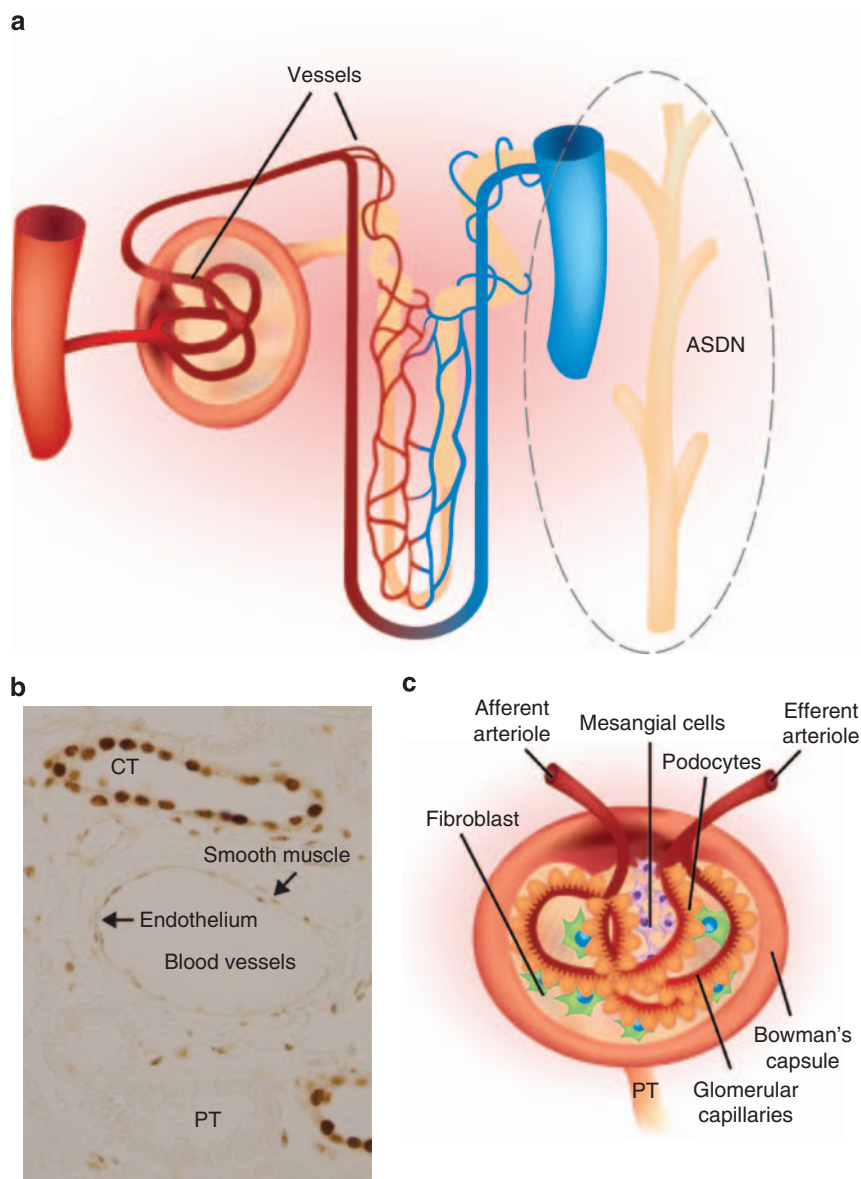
Mineralocorticoid receptor expression in the kidney. (a) The classical target of aldosterone is the aldosterone-sensitive distal nephron (ASDN) but blood vessels have also been shown to express the mineralocorticoid receptor (MR). (b) Immunolocalization of the MR in the kidney. In addition to collecting tubule (CT), both endothelial and smooth muscle cells physiologically express MR. (c) Proposed cellular targets in kidney diseases in the glomerulus: podocytes, mesangial cells, and glomerular capillaries. PT, proximal tubule.
